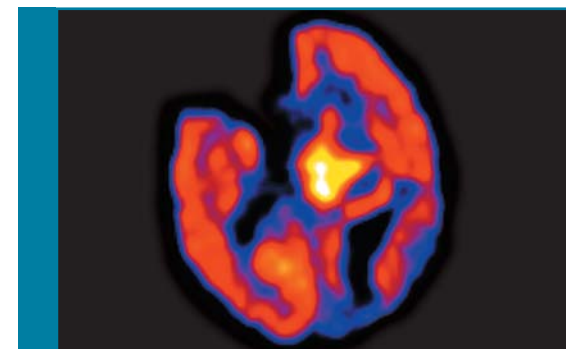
Interictale FDG-PET-scan van een patiëntje met links laterale (neocorticale) temporale epilepsie (coronale sectie). In de linker laterale temporaalkwab is een regionale reductie van het glucose-metabolisme te zien.
